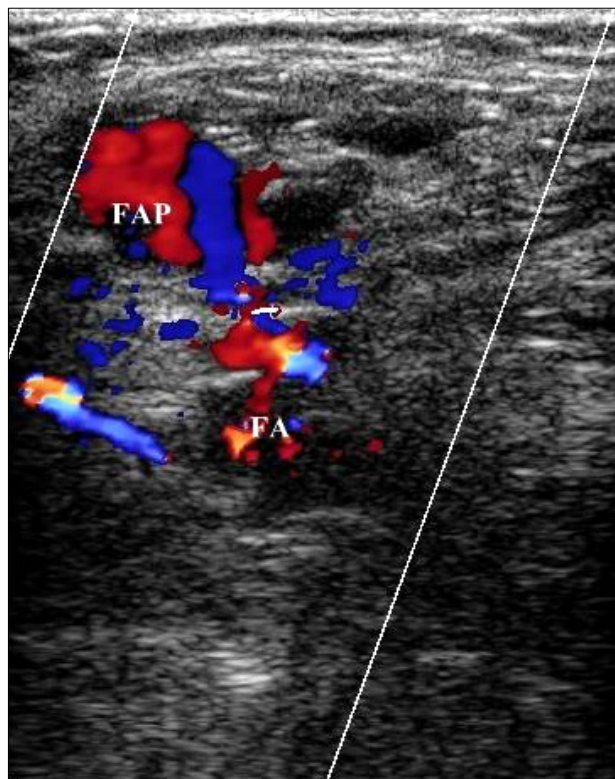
Color Doppler ultrasound showed blood flow from the common femoral artery (FA) to the pseudoaneurysm (FAP).
